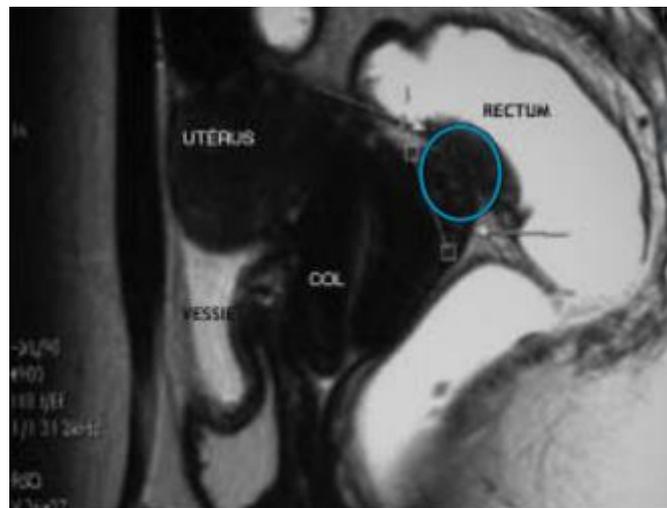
IRM pelvienne ; coupe sagittale d'un nodule d'endométriose profonde rectale
